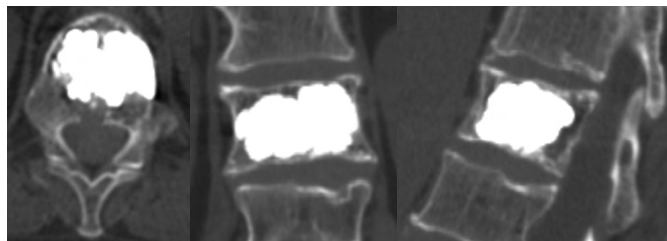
КТ- сканы Th12 позвонка больной С. после операции
